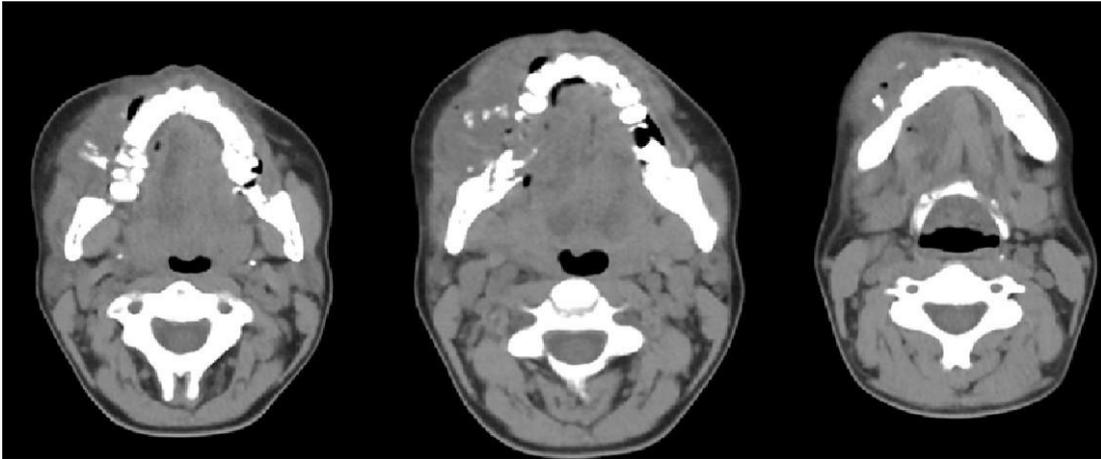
Tomografía axial computada en donde se observa lesión osteolítica en rama maxilar de 3 cm de longitud
